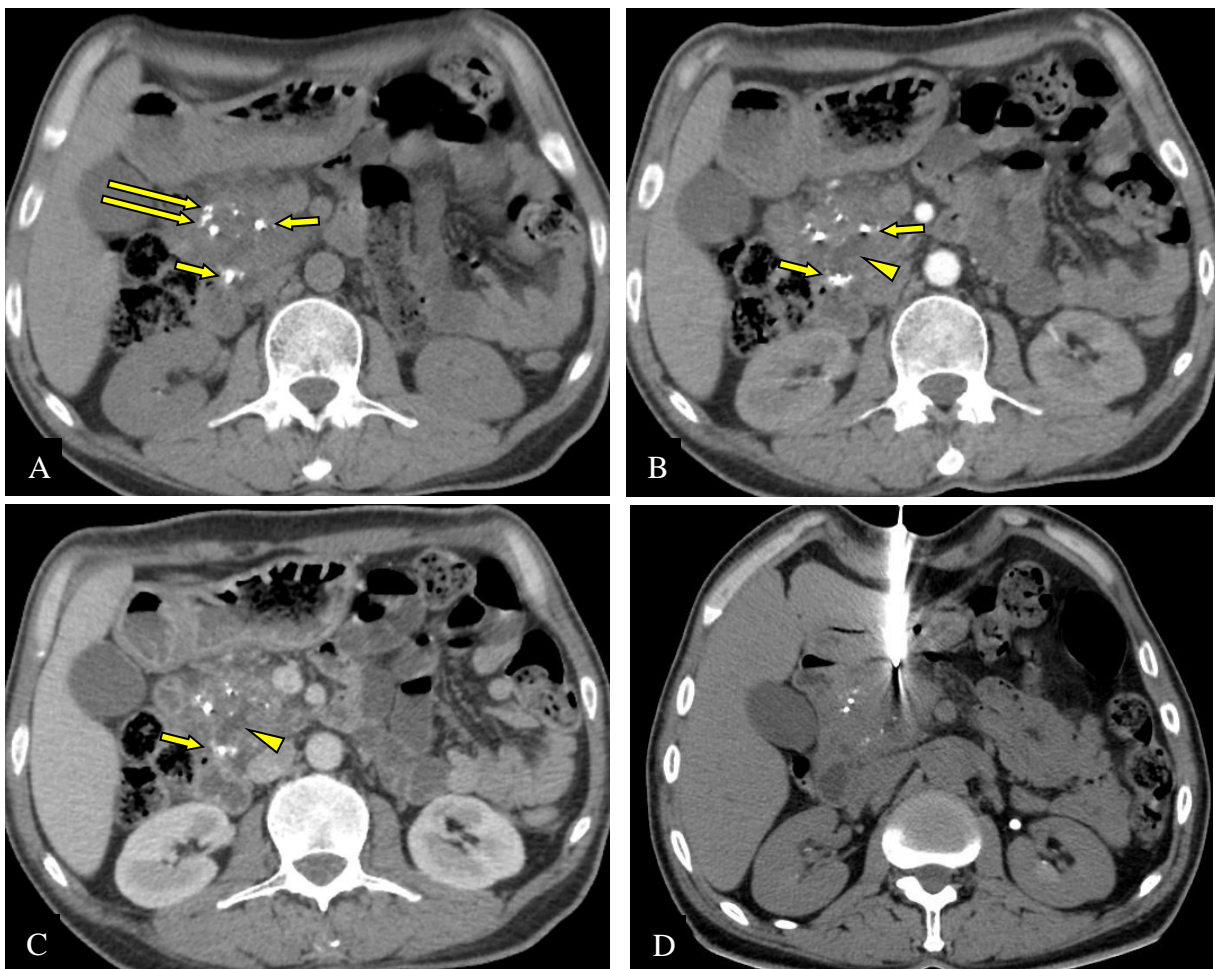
(TDM du patient précédent). La masse est hétérogène par la présence de calcifications à l'image sans injection (flèches longues A), associées à des micro-lithiases pancréatiques intra-canales (flèches courtes B et C) avec dilatation du CPP d'amont (têtes de flèche C et D). Aspect compatible avec une pancréatite chronique qui est confirmée par biopsie scanno-guidée (D) (CHUC).
